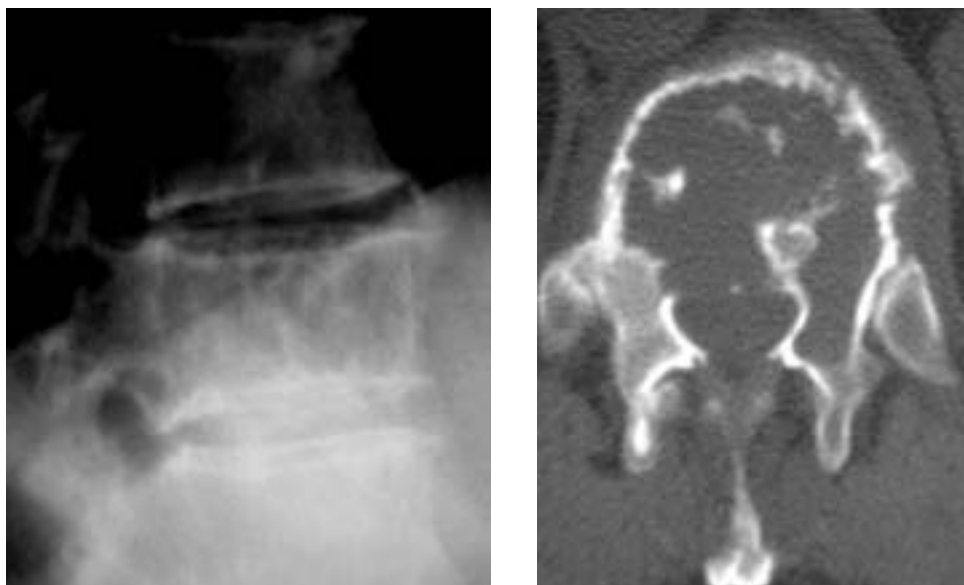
A y B) Plasmocitoma con patrón de "mini-cerebro", lisis con trabeculación y rebordes ondulados apreciados en TC, muy característico de esta patología.
